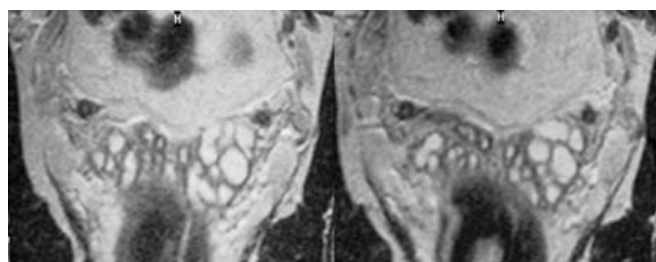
Resonancia magnética mostrando ambas vesículas seminales sin alteraciones aparentes.
